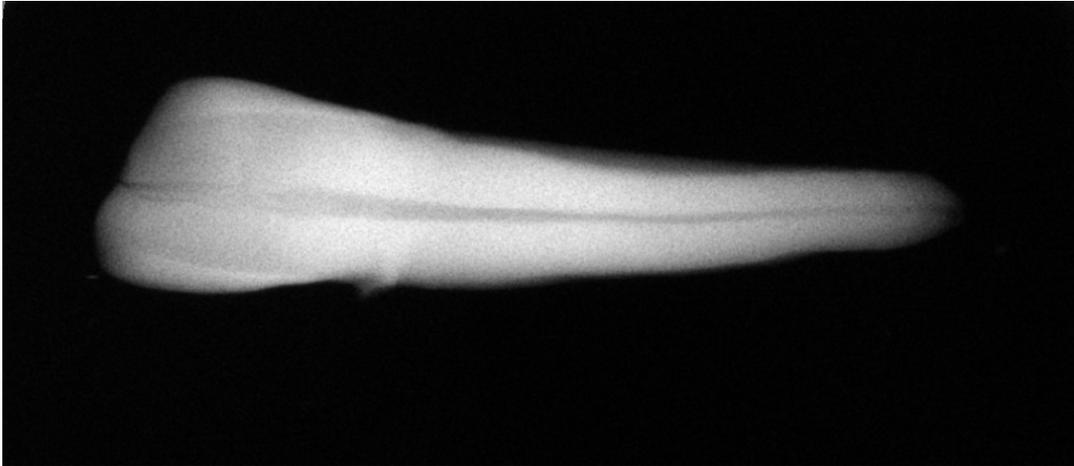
radiografia di un canino.
